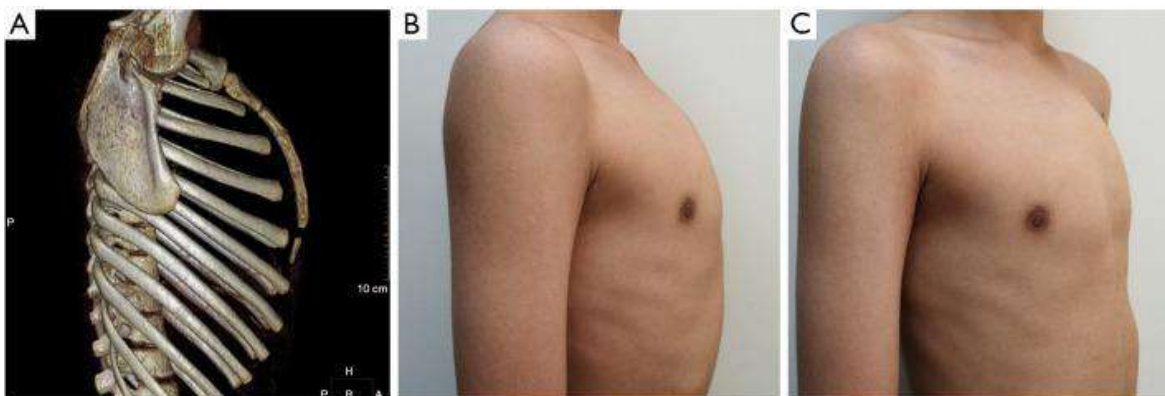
Килевидная грудная клетка типа В. Трехмерная реконструкция КТ-изображения (А) и фотографий пациента (В, С).
